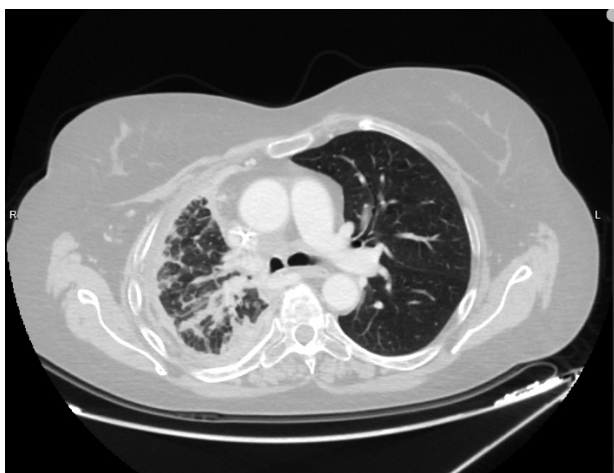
TC total body dopo sei mesi di trattamento.
